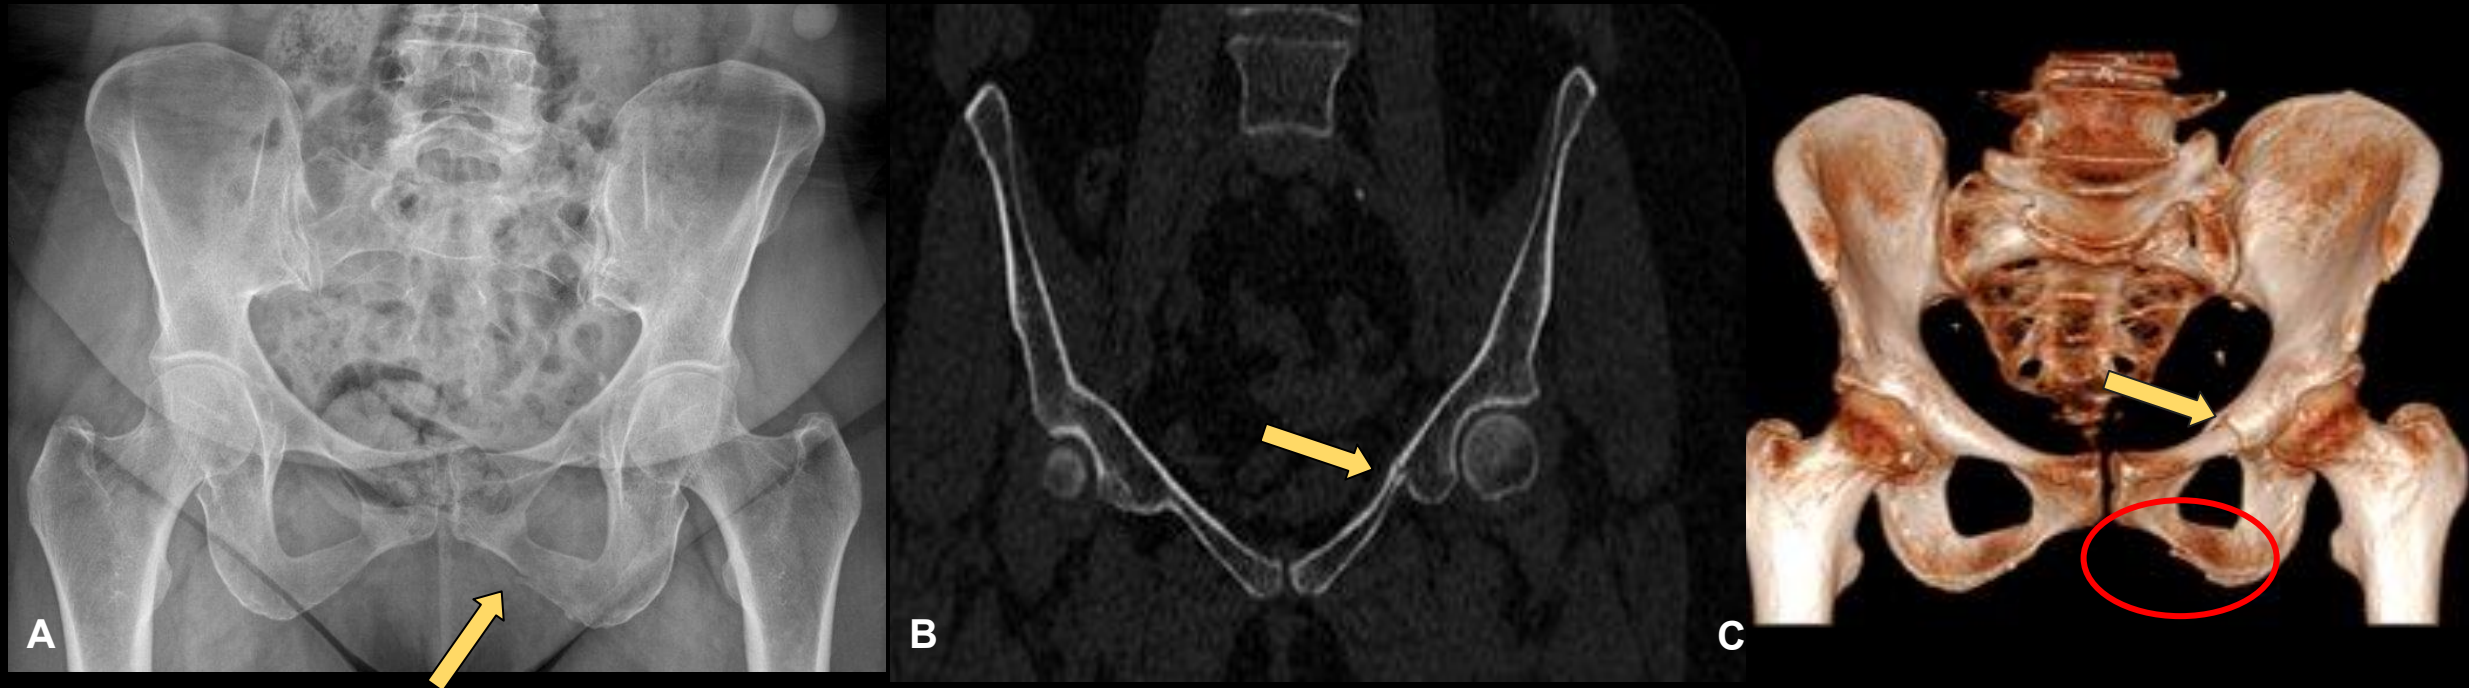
Radiografía y TC en fracturas del anillo pélvico.
